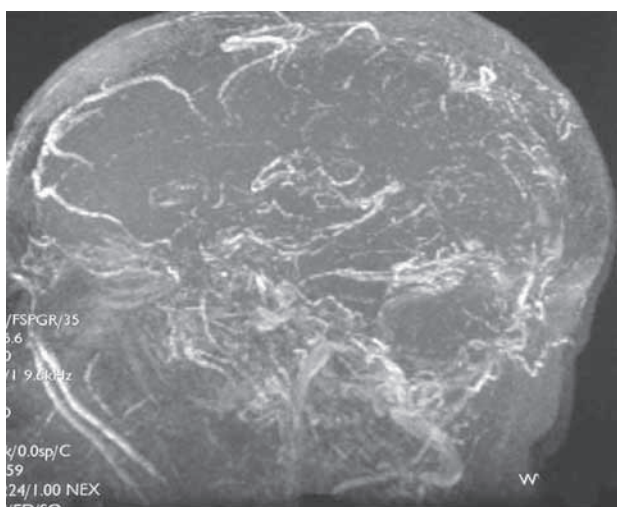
Angio-RM. Fase venosa. Ausencia de relleno de contraste en el seno longitudinal superior.
